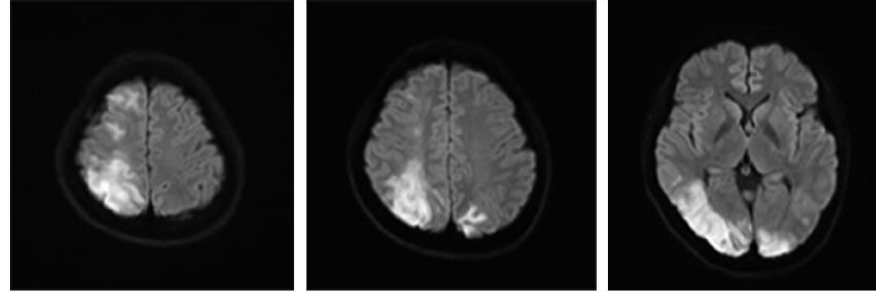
第17病日頭部MRI(拡散強調画像). 両側後頭葉, 右頭頂葉~前頭葉に高信号
